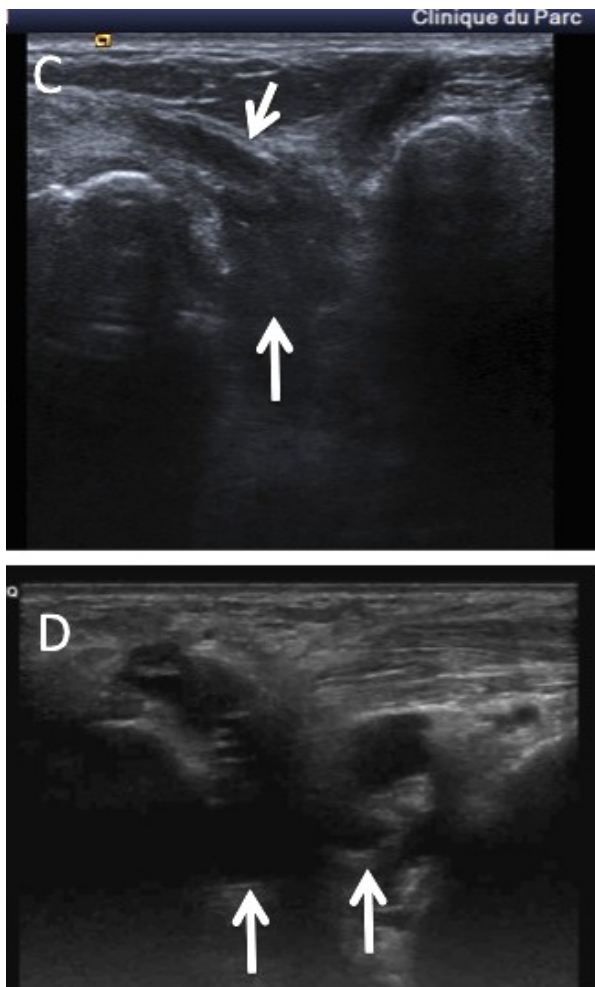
C : coupe échographiques frontale montrant une infiltration du sinus (grande flèche) et un aspect épaissi et hypo-échogène du retinaculum distal des extenseurs (flèche oblique). D : coupe échographiques frontale montrant une infiltration du sinus par des structures kystiques.
